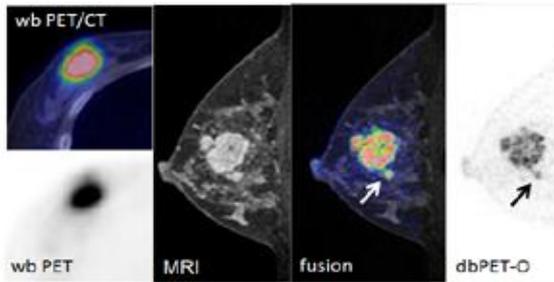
全身用 PET では一塊となった集積が dbPET では分離描出(矢印)された症例.
